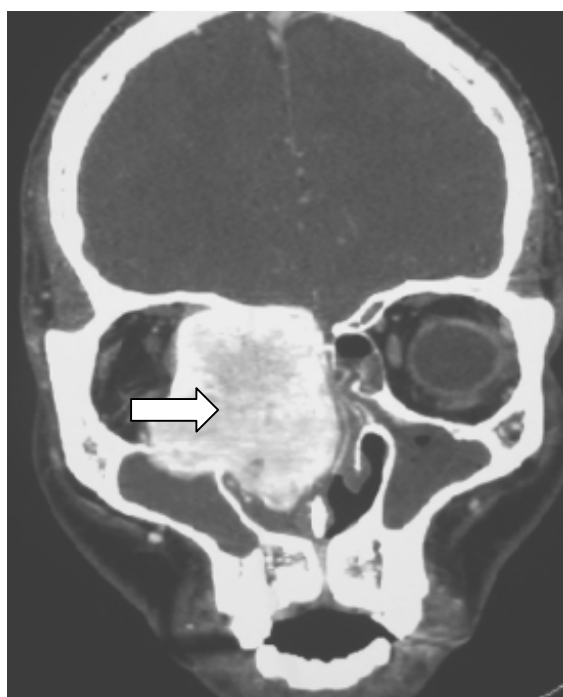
Coupe tomographique montrant une tumeur occupant le sinus maxillaire droit et la cavité nasale droite (flèche) avec extension vers les cellules ethmoïdales antérosupérieures droites et vers la base du crâne (91).
